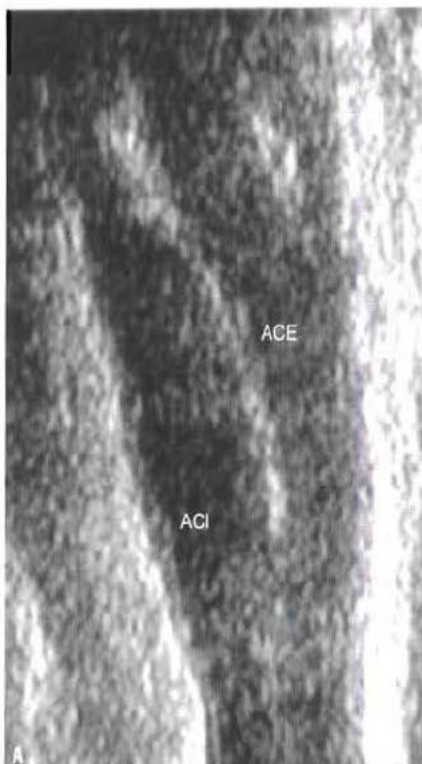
Écho-Doppler carotidien normal. L'étude morphologique (A) montre l'artère carotide interne (ACI) qui est la plus large et l'artère carotide externe (ACE) qui donne des branches destinées au cou. (B) et (C) Étude Doppler. La vitesse est située sur l'axe y et le temps sur l'axe x. Le tracé de l'artère carotide interne est montré en (B) : il est typique d'une circulation à basse résistance périphérique, avec un flux diastolique important. Le tracé de l'artère carotide externe (C) reflète la résistance périphérique élevée des artères craniocervicales avec un flux diastolique faible, parfois inversé (astérisque).
